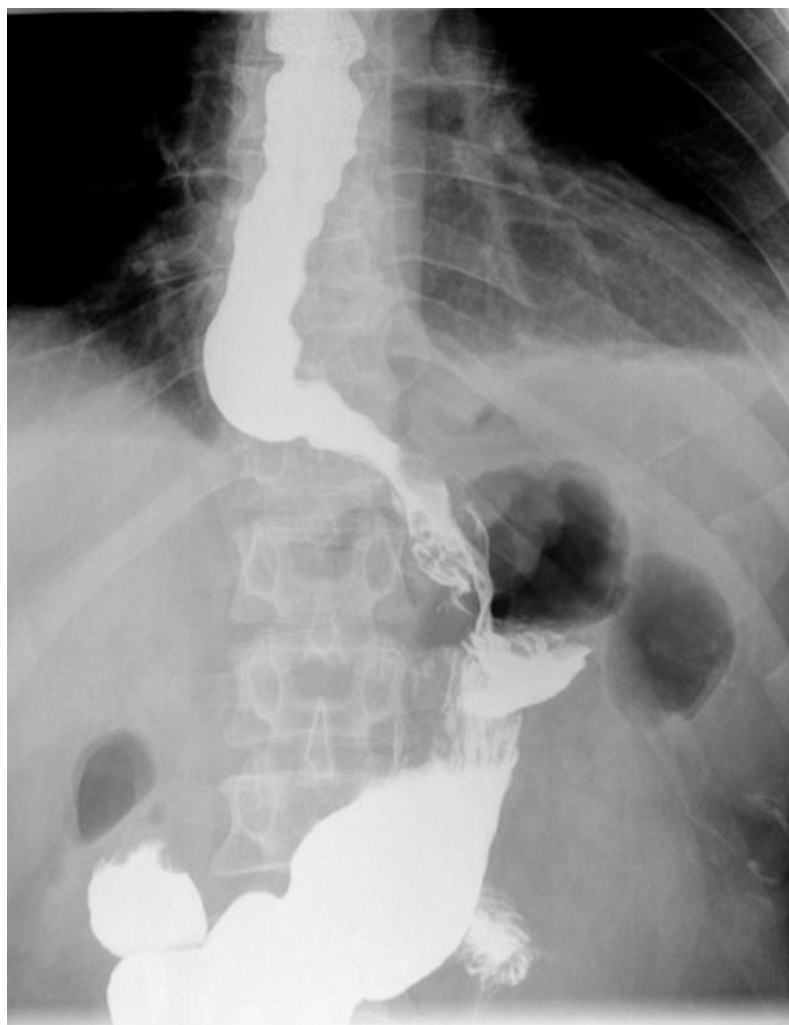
Рентгенограммы пищевода и желудка (исследование с бариевой взвесью) пациента Р. от 03.02.2014 г.: удовлетворительная проходимость пищевода и кардии. Умеренная девиация нижней трети пищевода. Удовлетворительная функция антирефлюксной манжеты.
